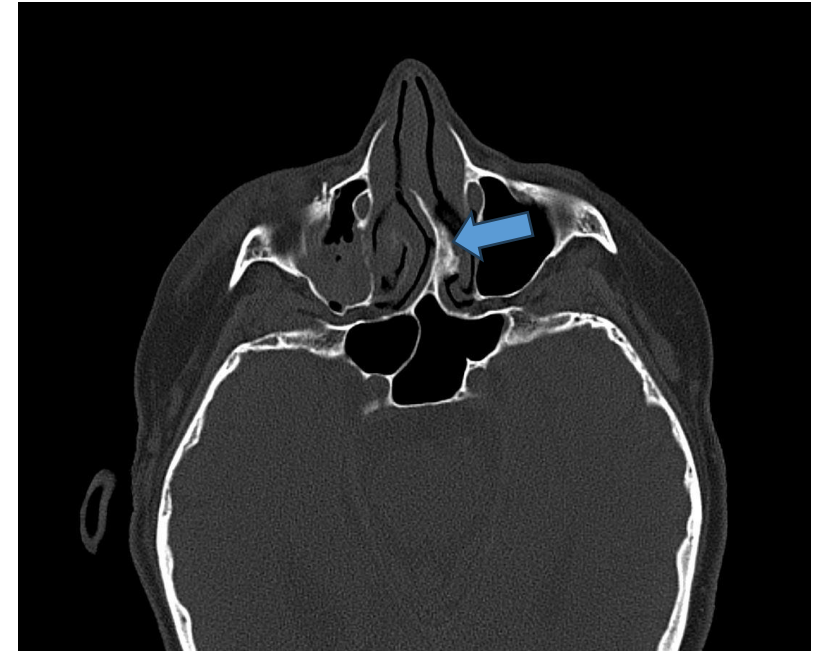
TC craneal axial, mostrando ejemplo de desviación septal izquierda.
